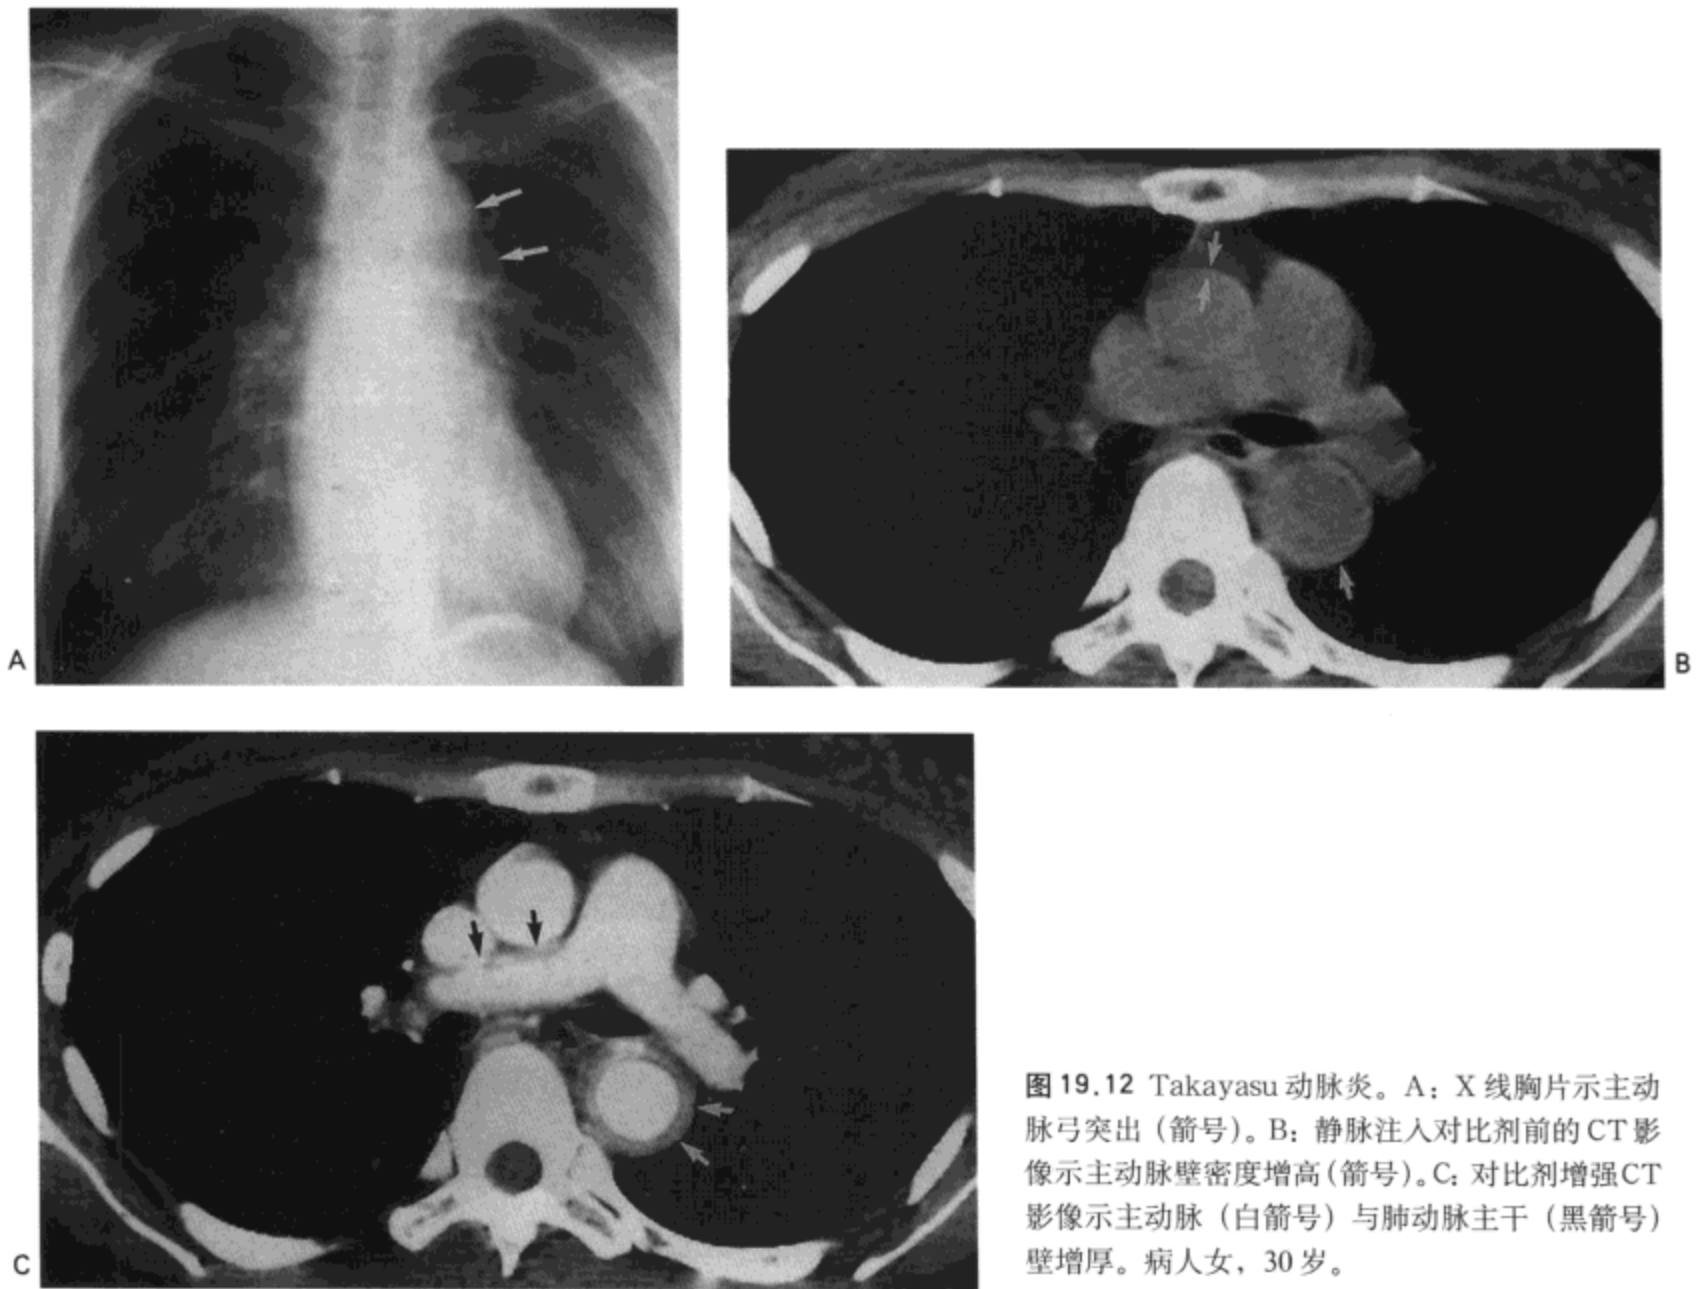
Takayasu 动脉炎。A: X 线胸片示主动脉弓突出 (箭号)。B: 静脉注入对比剂前的 CT 影像示主动脉壁密度增高 (箭号)。C: 对比剂增强 CT 影像示主动脉 (白箭号) 与肺动脉主干 (黑箭号) 壁增厚。病人女, 30 岁。
